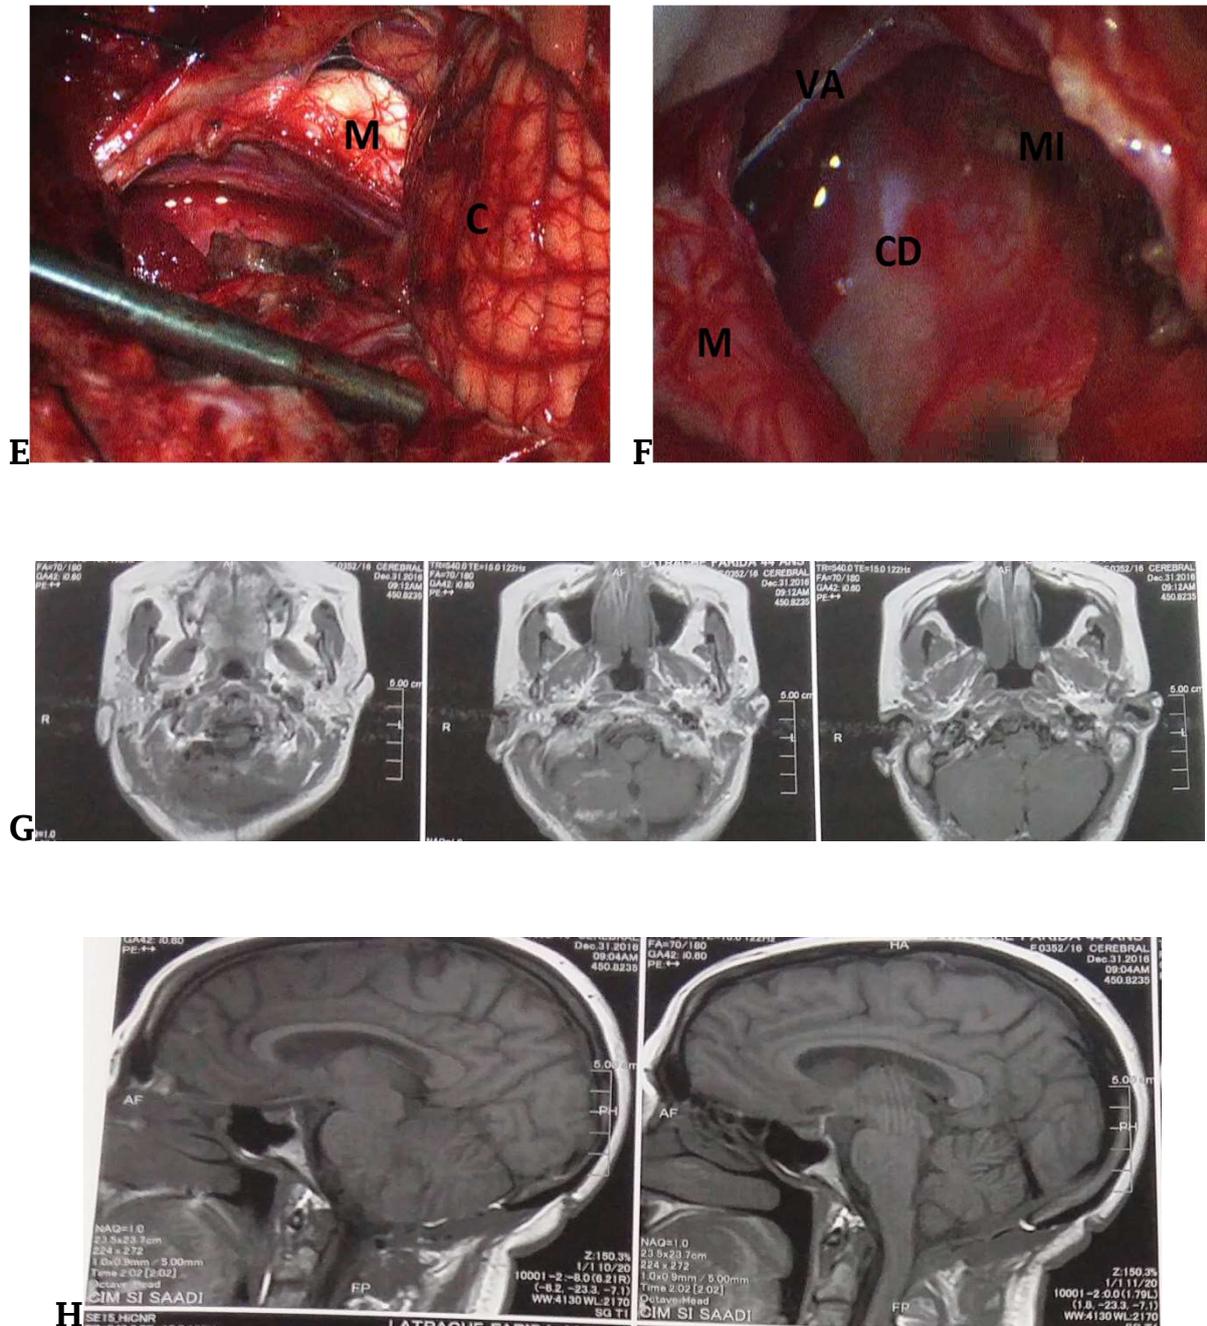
Le scanner (A) et l'IRM (B) préopératoires de la patiente n°4, après ouverture de la dure-mère le méningiome est antérolatéral sur le côté droit (C), la dissection de l'AV est commencée sur le dessus de la tumeur (D) puis la tumeur est réséquée (E, F). L'IRM postopératoire confirme l'excision totale (G, H). C : cervelet, CD : dure-mère clivale, M : medulla ou bulbe, MI : insertion d'un méningiome, VA : artère vertébrale.
